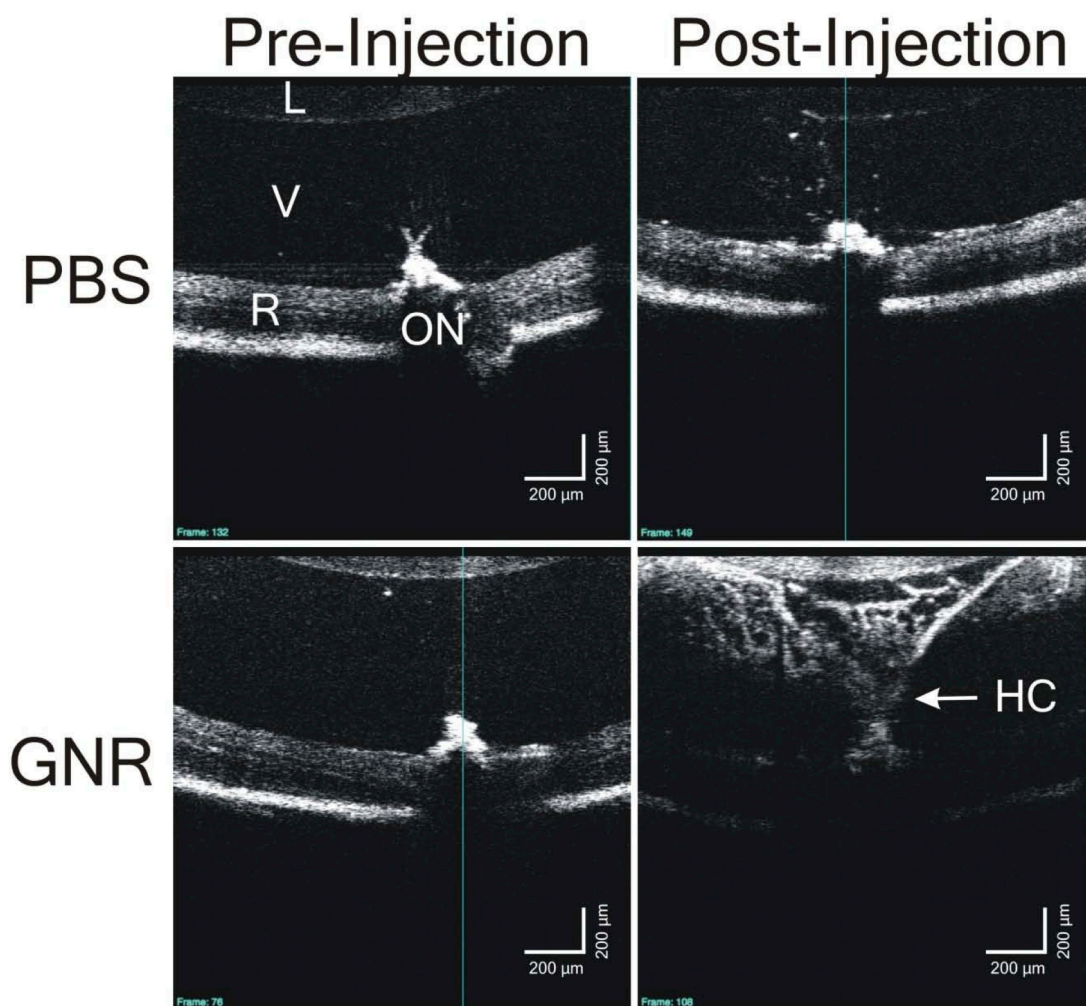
Imágenes de ratones inyectados a nivel intravítreo con solución salina balanceada (PBS) de control y con nanobastones de oro (GNR). Un día después de la inyección se observa una señal altamente reflectante con dispersión en la cavidad vítreo, en la tomografía de coherencia óptica de los ratones inyectados con nanopartículas de oro. Las nanopartículas se dispersan en el vítreo delineando su estructura. L: Cristalino; V: Vítreo; R: Retina; ON: Nervio Óptico; HC: Canal hialoideo. Tomado de Gabriele (Gabriele, 2010)
